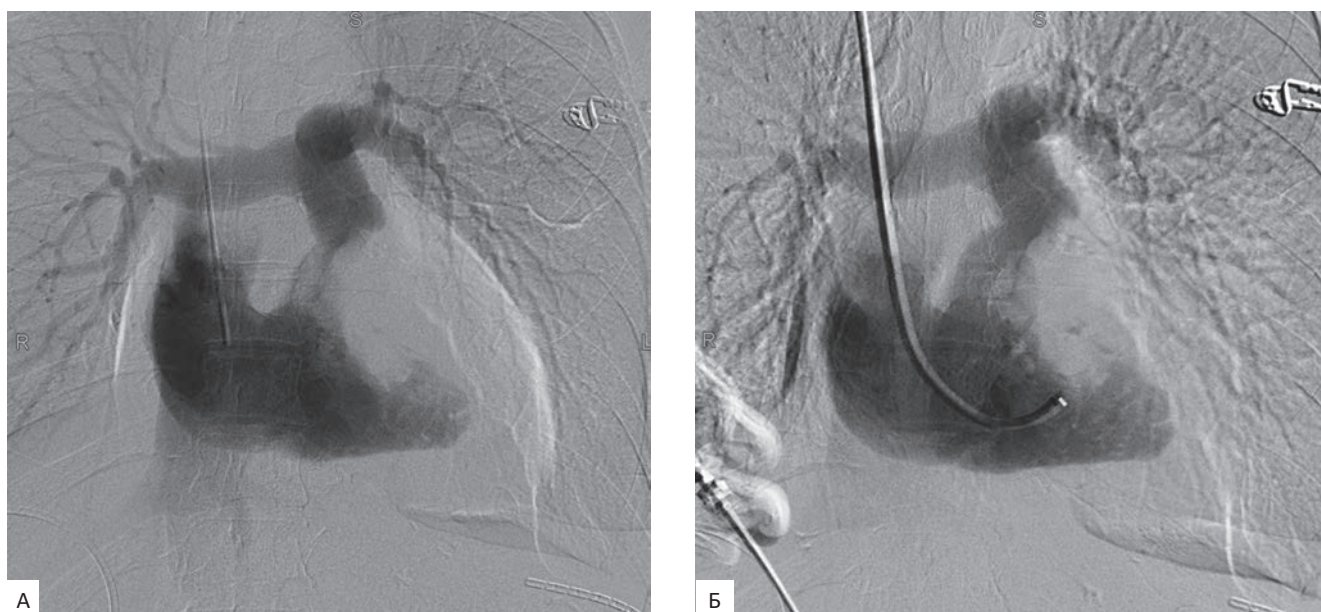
Проведение биопсии под контролем рентгеноскопии и плоскодетекторной компьютерной томографии из образования правого желудочка. При проведении диагностической ангиографии во фронтальной проекции в режиме цифровой разностной ангиографии (А) трансъяремным доступом отмечается дефект контрастирования просвета правого желудочка. Выполнена катетеризация правого желудочка и установка сосудистого интрадьюсера в зону предполагаемого места биопсии (Б) и получение материала через его просвет с помощью биопсийных щипцов
